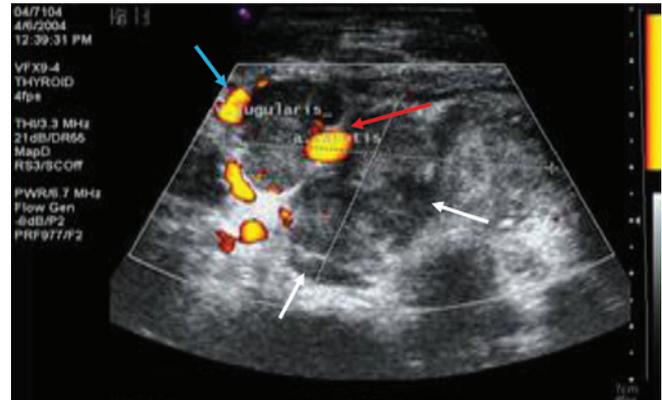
Ультразвуковая томограмма опухоли гортаноглотки (белые стрелки). Муфтообразное окружение опухолью общей сонной артерии (красная стрелка), сдавление и оттеснение внутренней яремной вены (синяя стрелка)
